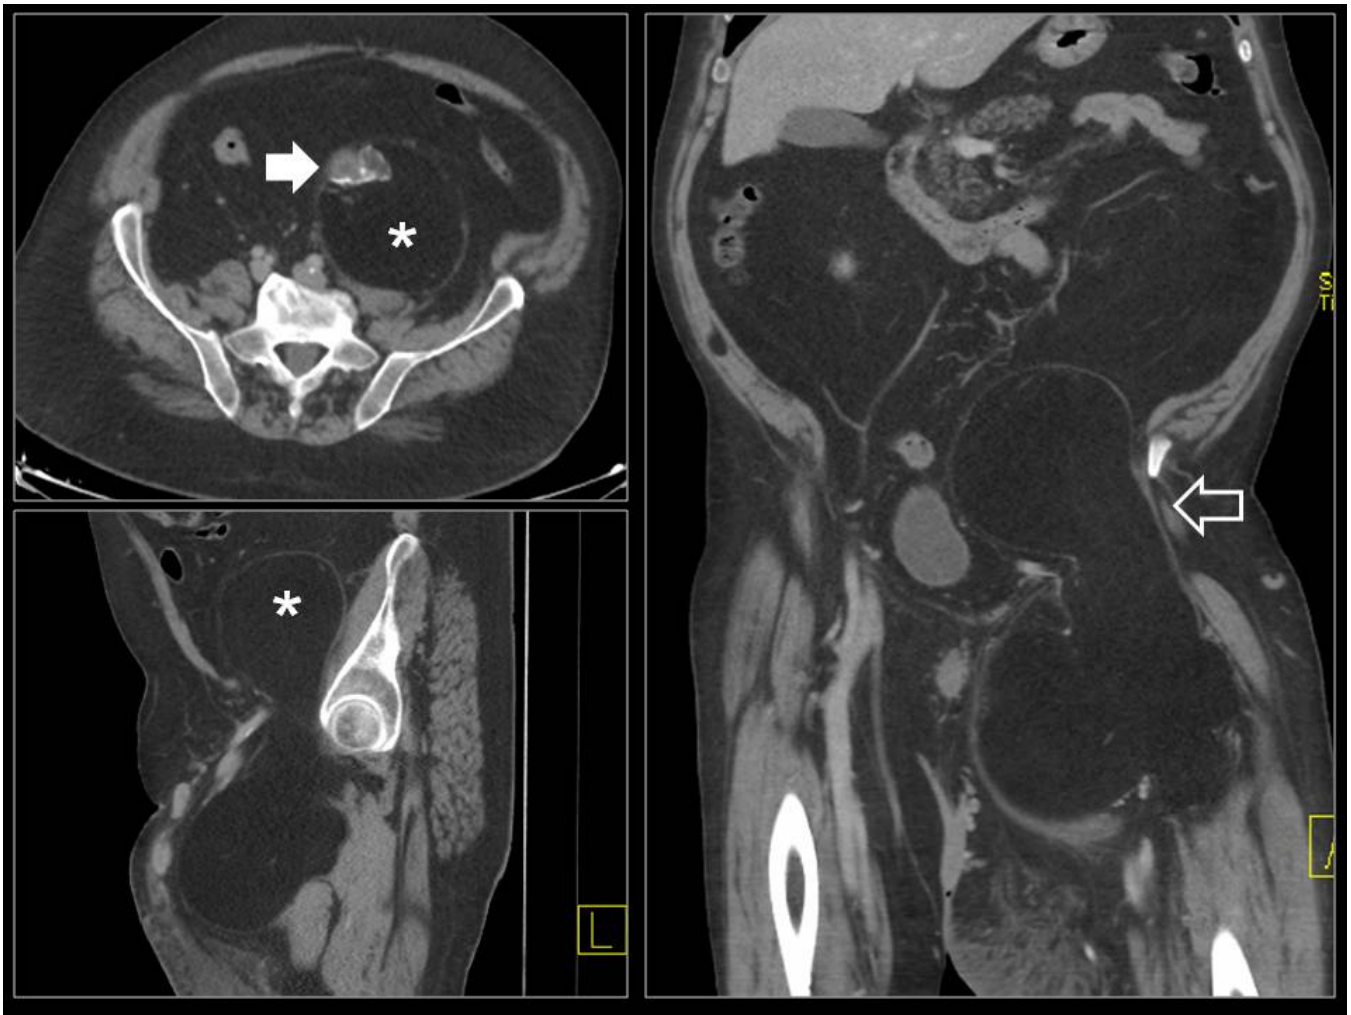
LIPOSARCOMA RETROPERITONEAL. TC en los tres planos muestra masa de atenuación gras que se extiende hacia región inguinal y que tiene una pared irregular con calcificaciones en su interior (fl
